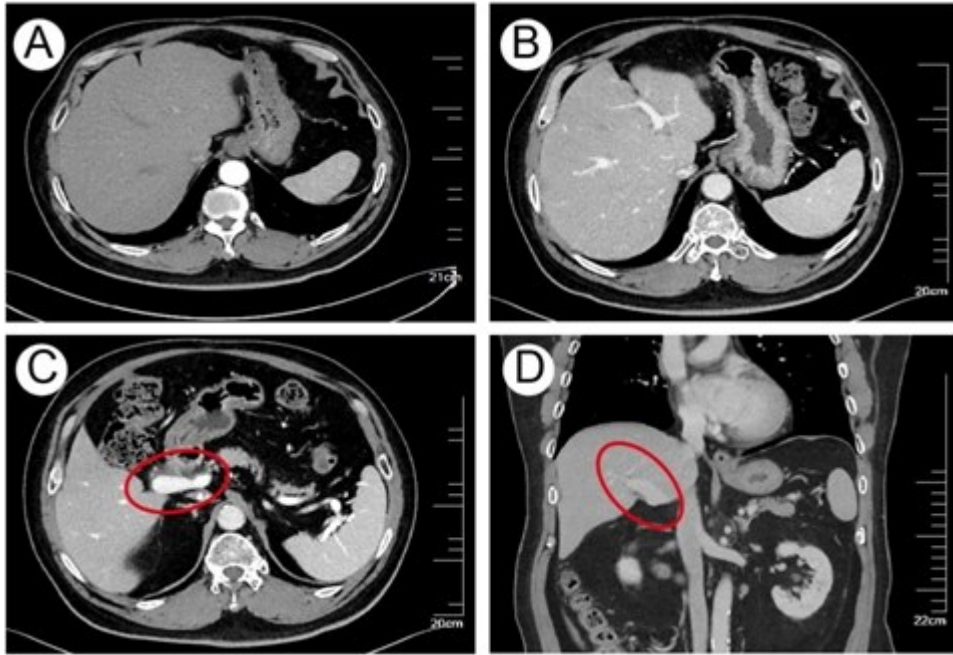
患者术后1年增强CT. A: 移植肝动脉期表现; B: 移植肝门脉期表现; C: 门静脉主干横断面表现; D: 门静脉主干冠状位表现.
